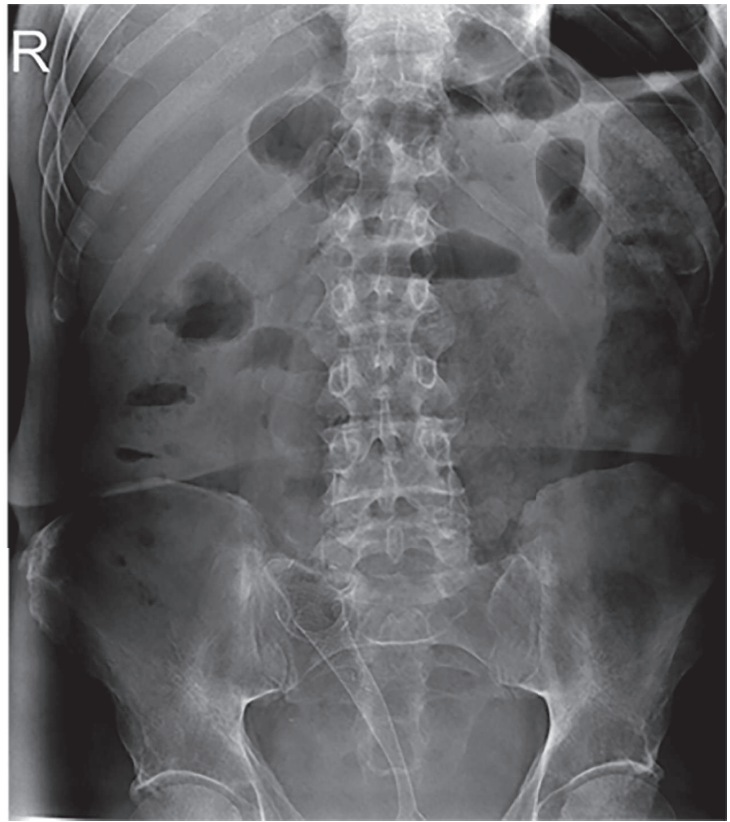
Рентгенологічні дослідження після встановлення стента
